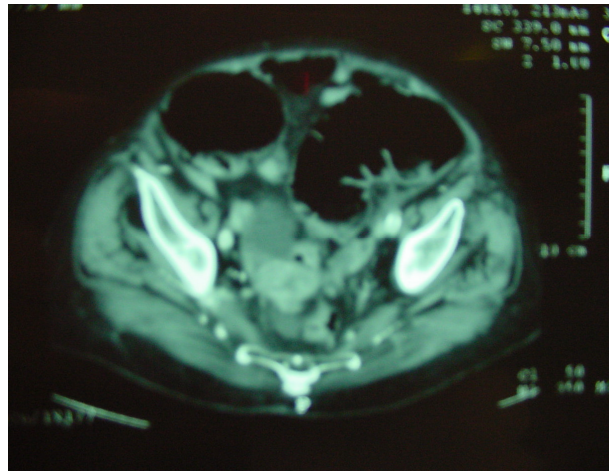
Tomografía axial computadorizada con neoplasia de recto
